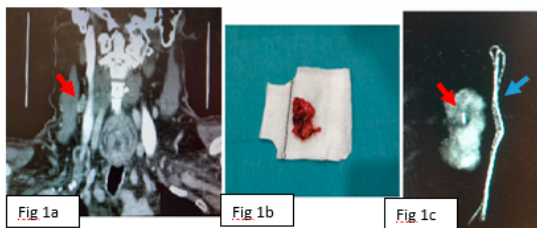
TAC Adenopatía cervical
